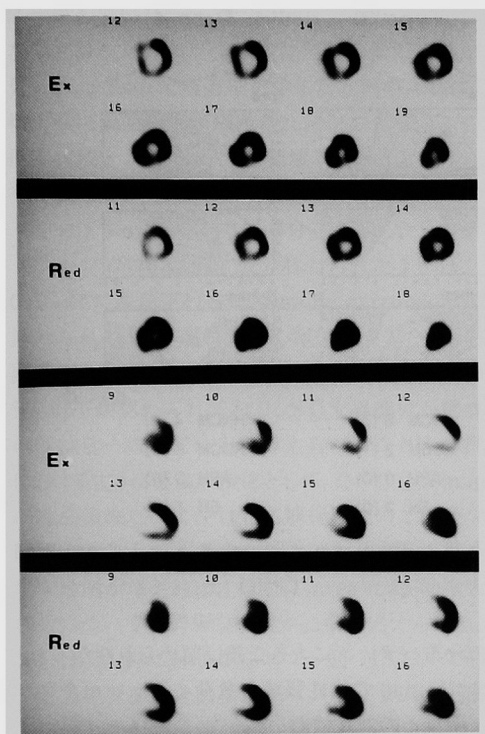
図4の症例の $^{201}\text{Tl}$ 運動負荷心筋シンチグラム (SPECT) の実例。
